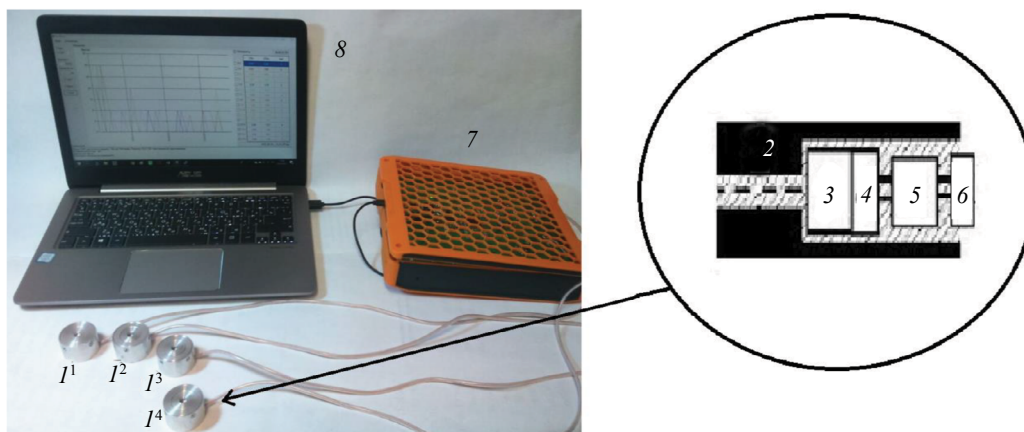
Общий вид портативной радиометрической системы и структура детекторного модуля (вставка):  $I^1$ ,  $I^2$ ,  $I^3$ ,  $I^4$  — детекторные модули ПРС; 2 — коллиматор; 3 — сцинтилляционный кристалл; 4 — SiPM; 5 — предусилитель; 6 — разъем; 7 — блок обработки сигнала; 8 — персональный компьютер.
